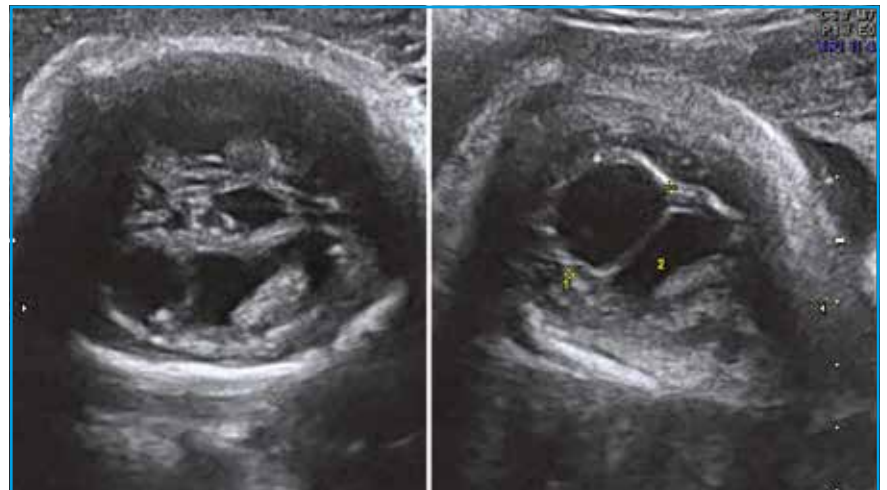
Échographie anténatale : pseudo-kystes occipitaux.
